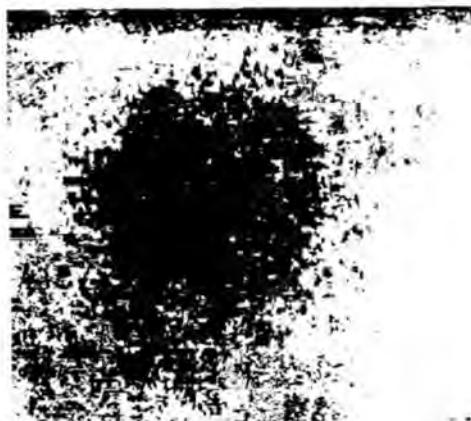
A doua renoscintigrafie
